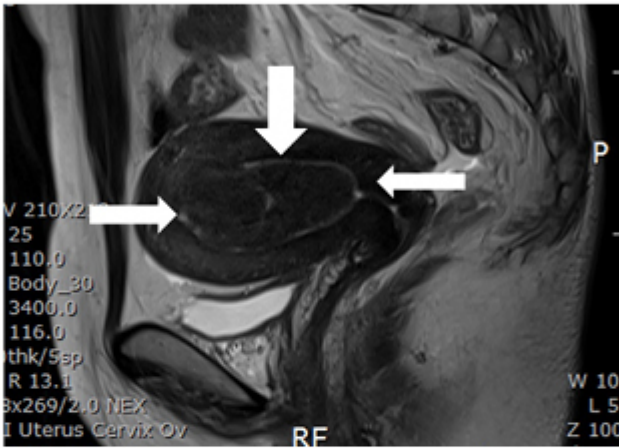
f, MRI T2-submucosal myoma, low signal
